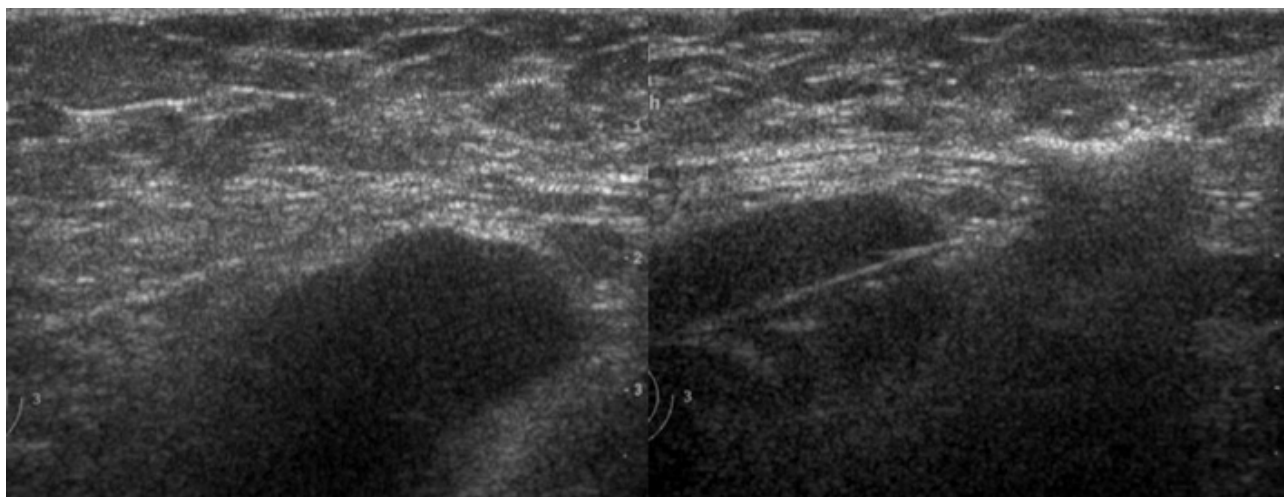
Ecografía de axila derecha. Imagen nodular hipoecogénica, de 20 mm de eje menor. Corresponde a un ganglio con pérdida de su hilio graso y con engrosamiento cortical. Se realiza biopsia del mismo.
